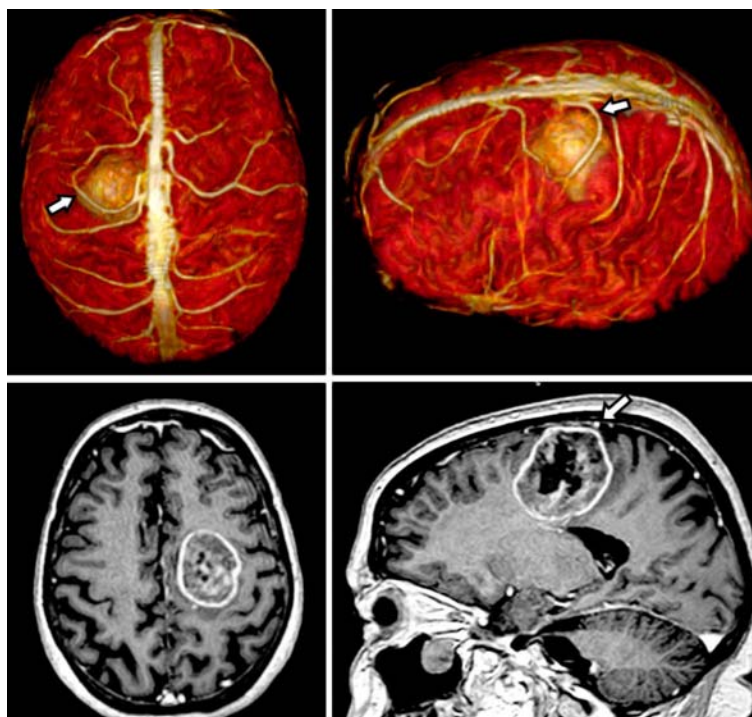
Дислокация прецентральной вены при метастатической опухоли левой задне-лобной области (стрелка) по данным МР-венографии (верхний ряд) и МРТ T1 режим (нижний ряд).
